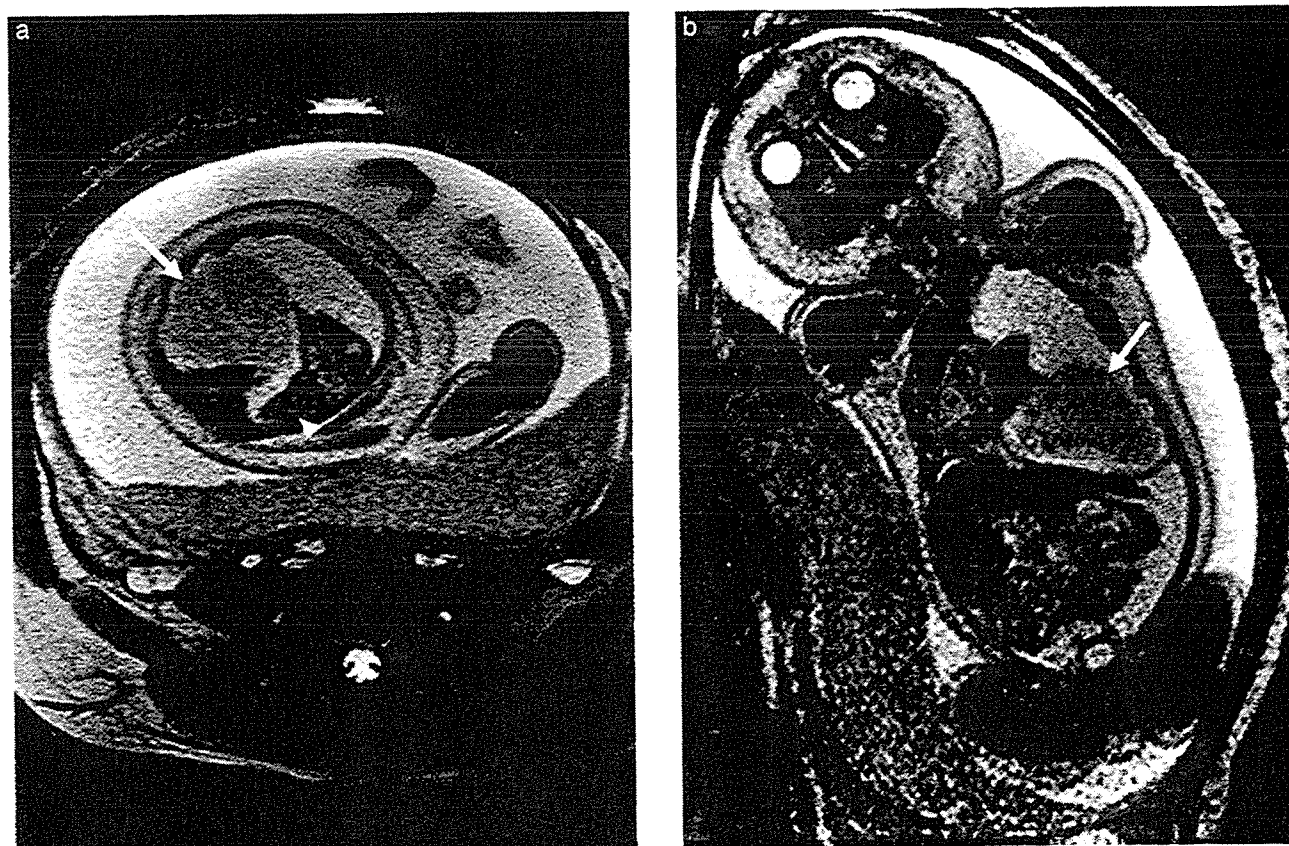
Magnetic resonance images of Case 1 at 30 weeks' gestation. (a) T2-weighted image in transverse section. The homogeneous mass (arrow) with a high signal intensity compared to the normal lung (arrow head) was in the left thorax with pleural effusion. (b) T2-weighted image in coronal section. The triangular-shaped mass (arrow) was located in the left lower thorax. Ascites and skin edema were also evident.
